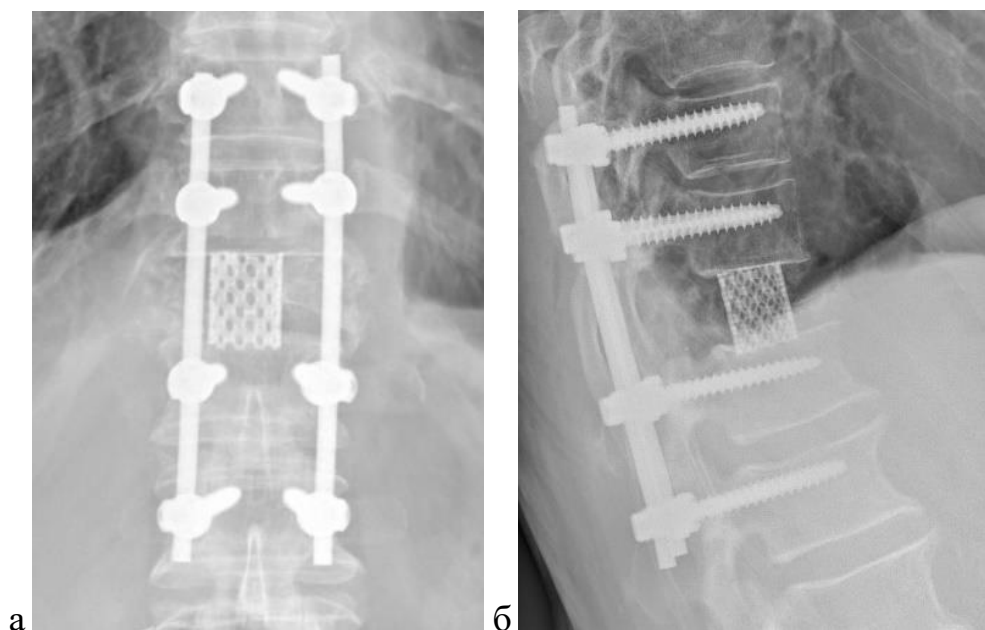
Послеоперационные рентгенограммы пациентки М., 68 лет:
